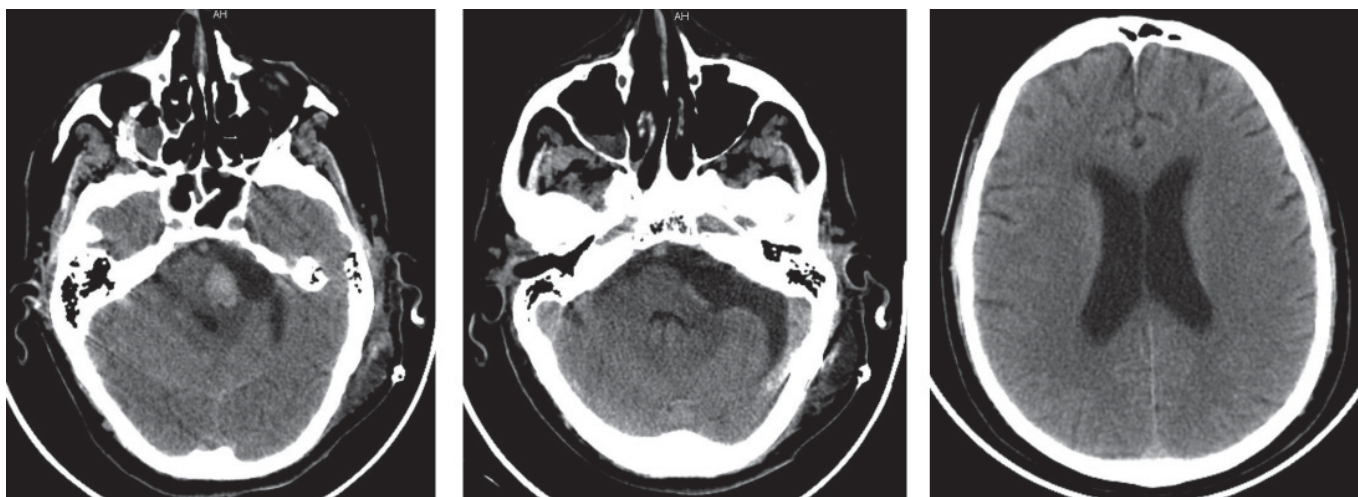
МСКТ головного мозга пациента М. на 5-е сут после операции.
